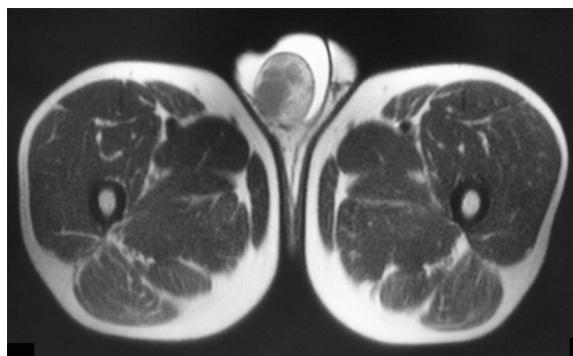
T2-weighted MRI shows right testicular tumor which has low intensity area and hydrocele.
